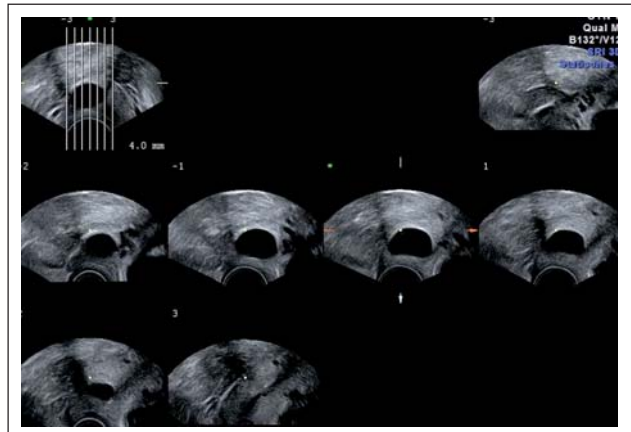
Ein 24 mm großes Ovulum Nabothii bei einer 56-jährigen Patientin im Sono-CT-Modus.
